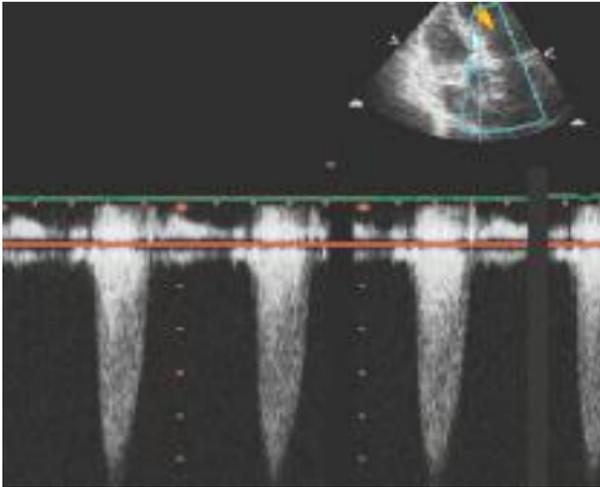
Der beschleunigte Ausstrom über der Aortenklappe zeigt im cw-Doppler ein V-förmiges Flussprofil mit erhöhten Geschwindigkeiten. Die gemessenen Geschwindigkeiten werden zur Quantifizierung benutzt, vorzugsweise unter Einbeziehung des Schlagvolumens.
